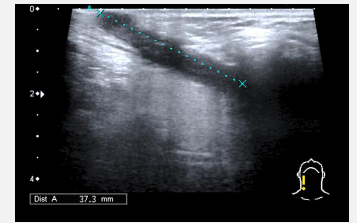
Ecografia tecidos moles
